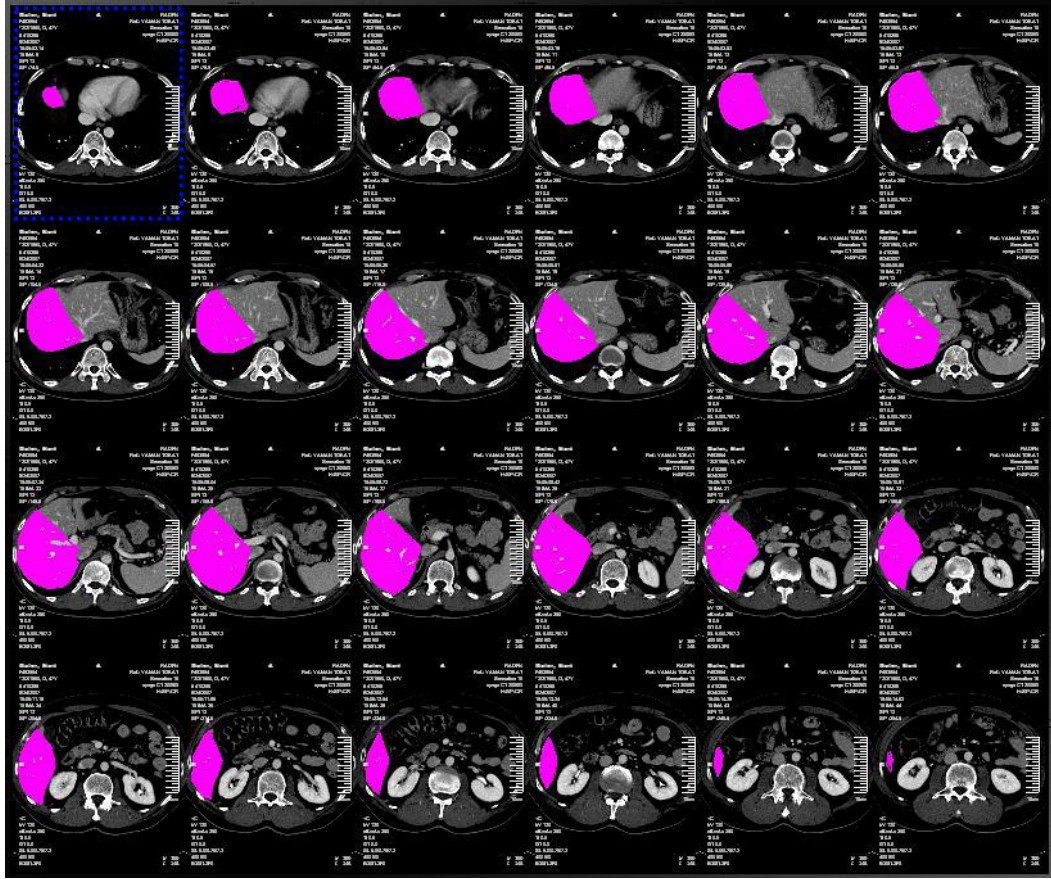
BT’de karaciğer sol lob volüm çalışmasından bir kesit
